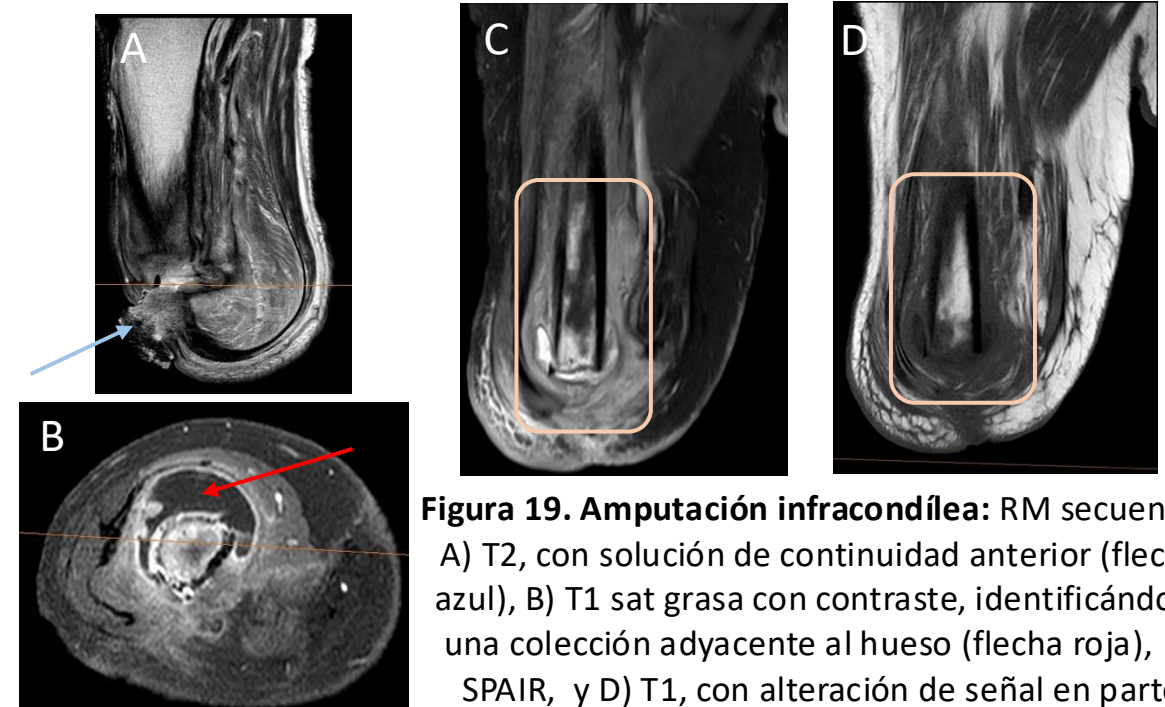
Amputación infracondílea: RM secuencias
